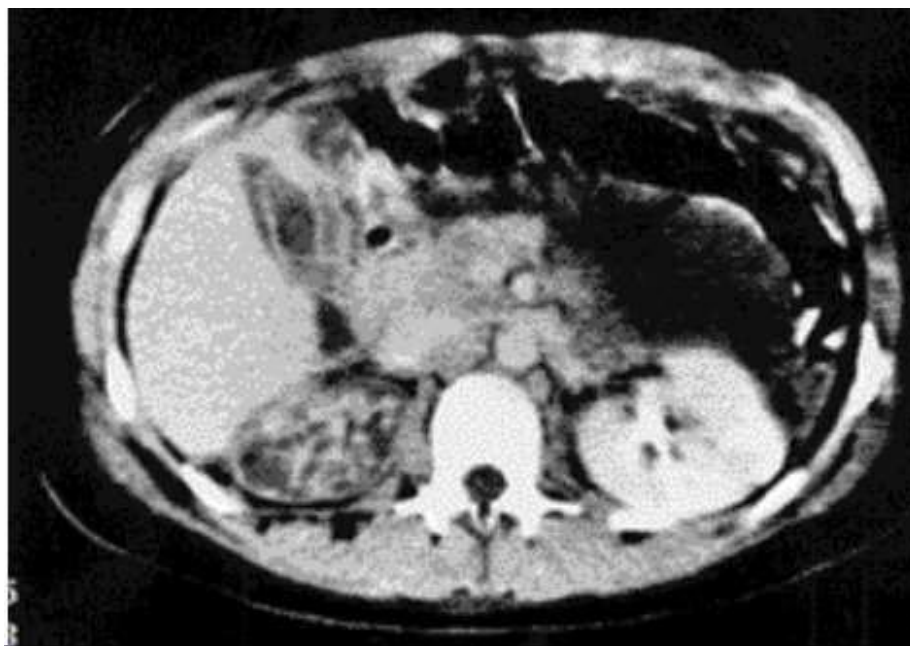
Hyperdensité dans l'arrière cavité des épiploons en avant du pancréas, témoignant d'un hématome en TDM [37].
